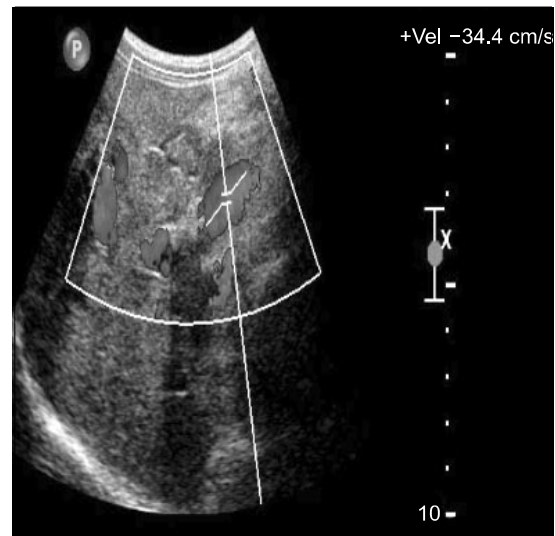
Coarse liver parenchymal echoes and increased periportal echogenicity is seen in Doppler sonogram. The velocity of portal vein mildly increased.
